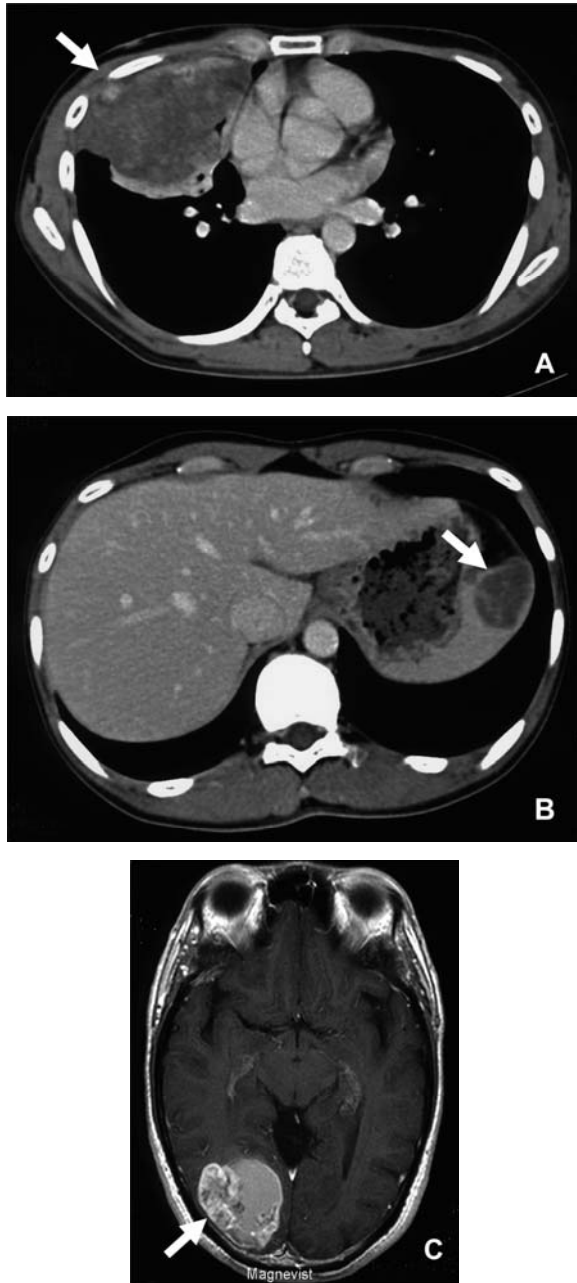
Graphic feature of metastatic lesion before TIP therapy. Computed tomography (CT scan) revealed A; Left lung metastasis, B; Spleen metastasis, C; Gd-enhanced MRI (T1) revealed a metastatic lesion in right occipital lobe. TIP regimen: Paclitaxel (day 1), CDDP (day 2-6), IFM (day 2-6). Gd: Gadolinium.
